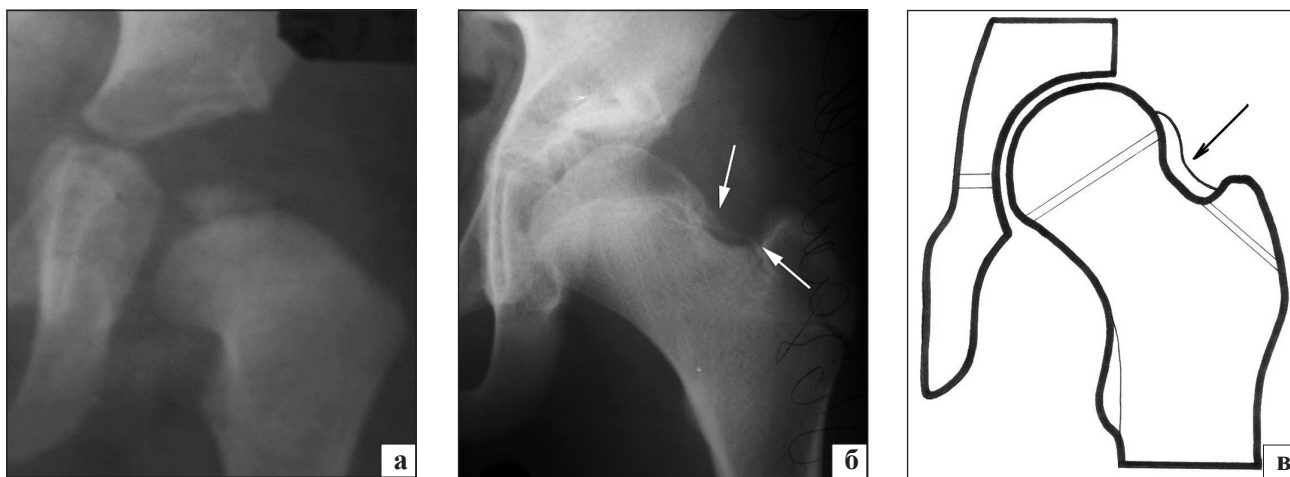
Рентгенограммы левого тазобедренного сустава больной Р. в возрасте: а) 11 мес — склероз метафиза в наружном отделе, головка бедренной кости с нечеткими контурами, деформирована, поротична в латеральной части; б) 9 лет — стрелками указан встречный рост костных образований, одно из которых исходит из латерального отдела эпифиза и, возможно, зоны роста головки бедренной кости, второе — из области зоны роста большого вертела; в) скиаграмма наружного костного мостика, который указан стрелкой
